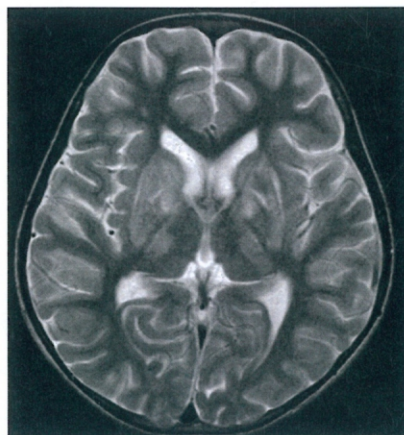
Envolvimento cerebral da Doença de Wilson. Ressonância magnética com imagem ponderada em T2. Cortesia de Dr Paresh K Desai, Radiopaedia.org, rID: 12107
